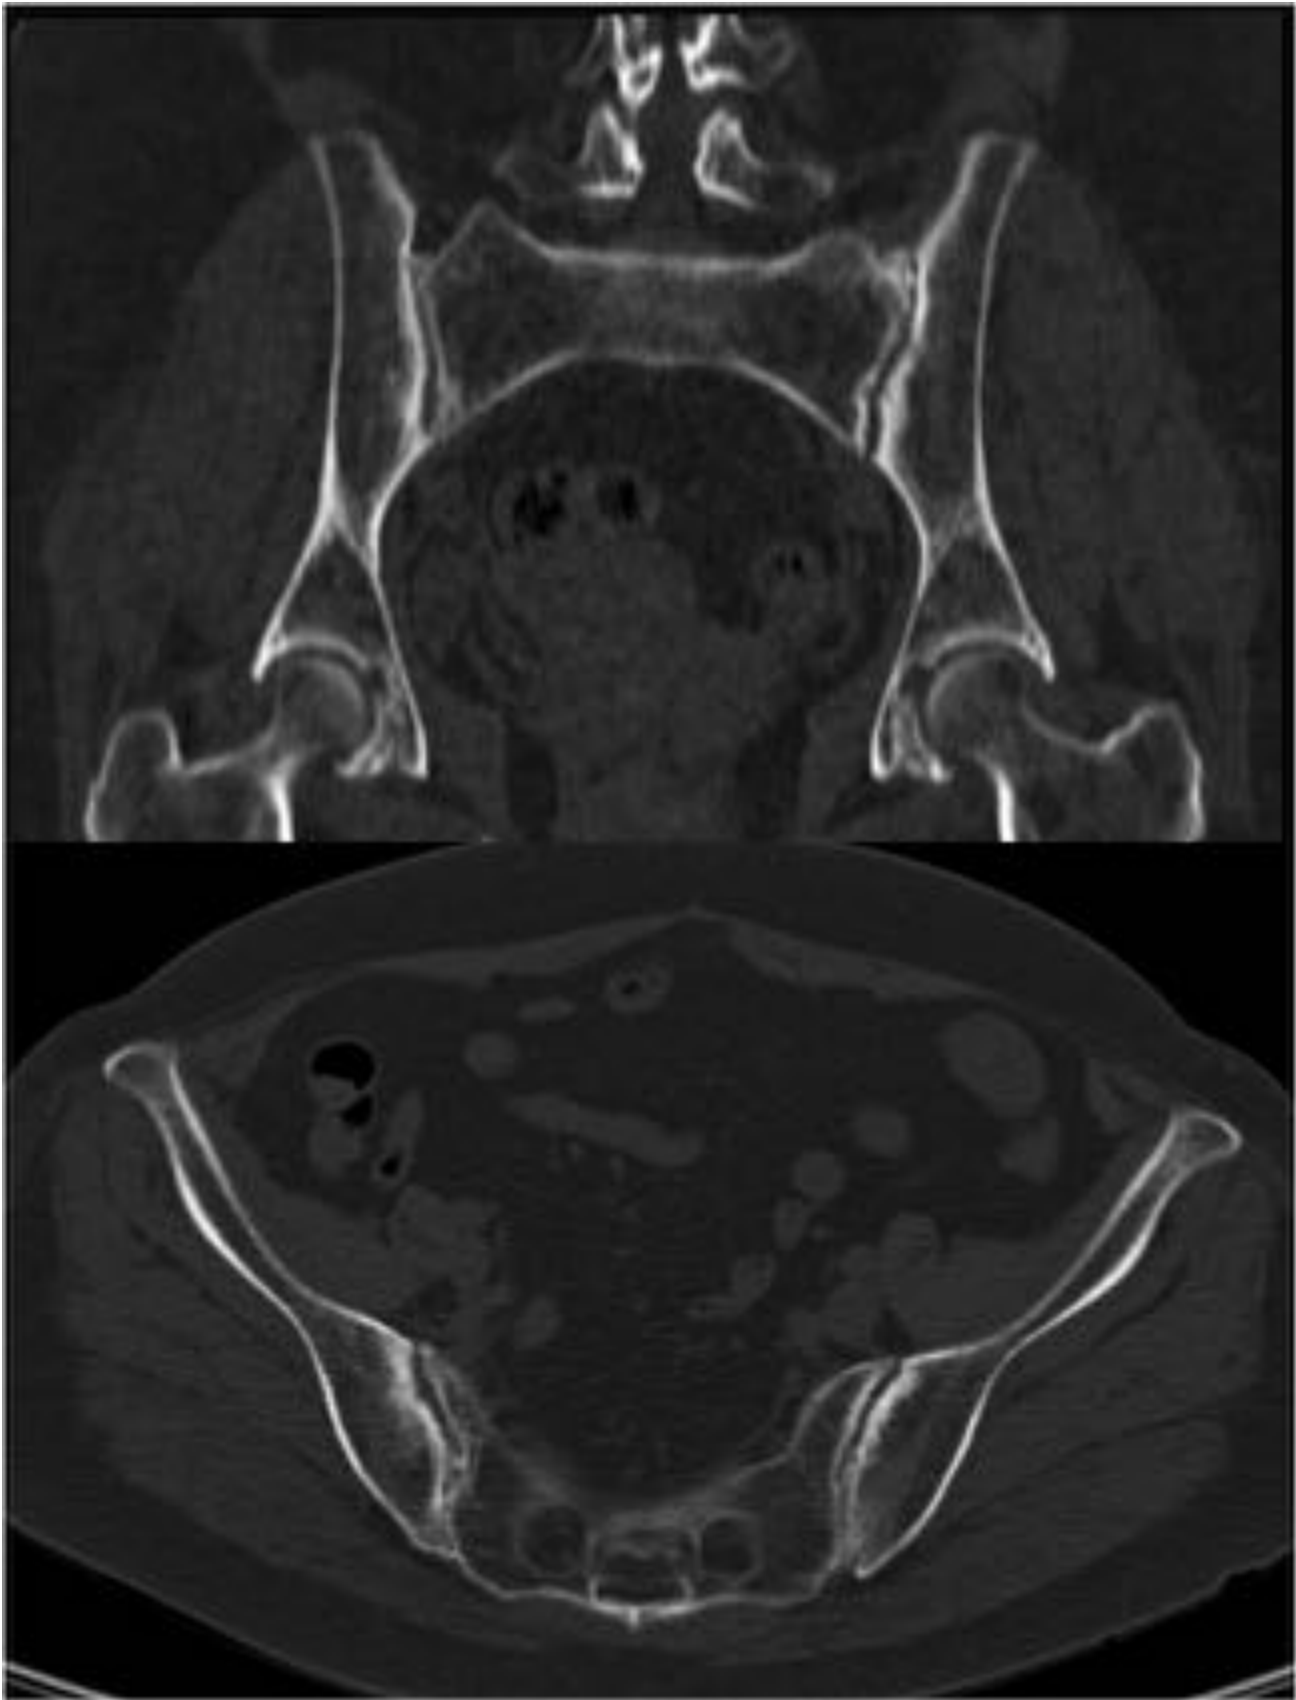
mujer de 60 años con dolor púbico -inguinal de varios meses de evolución, que empeora con la deambulación. RX AP de pelvis y TC axial-coronal que muestran esclerosis en vertientes sacro ilíacas
